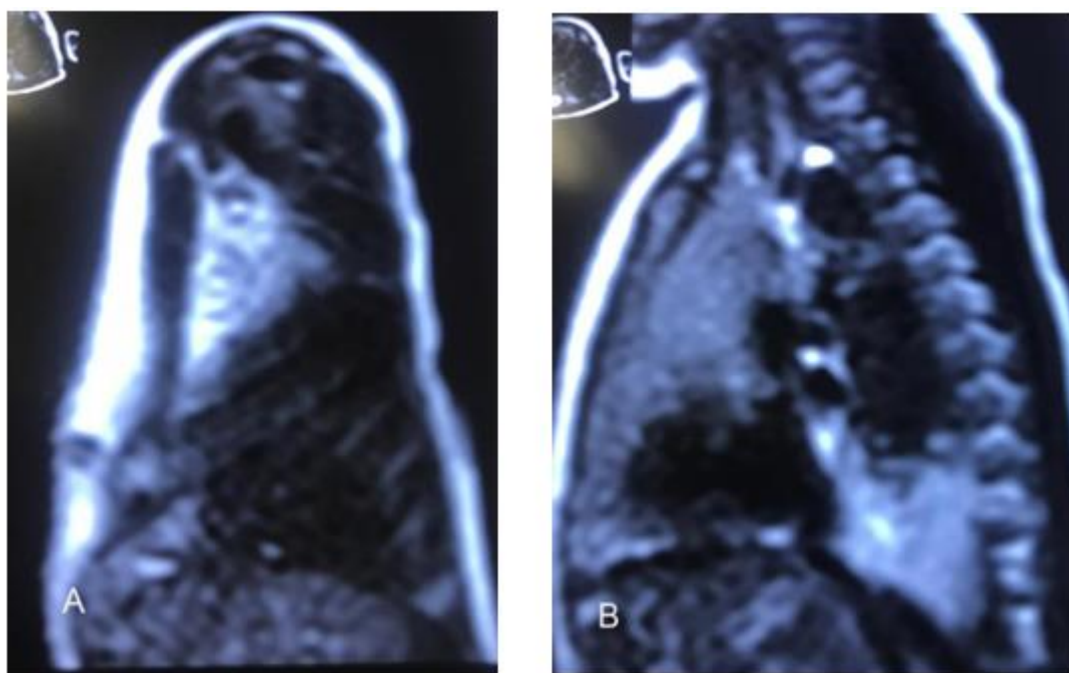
Resonancia magnética nuclear de neonato. A. Frontal. B. Lateral.
